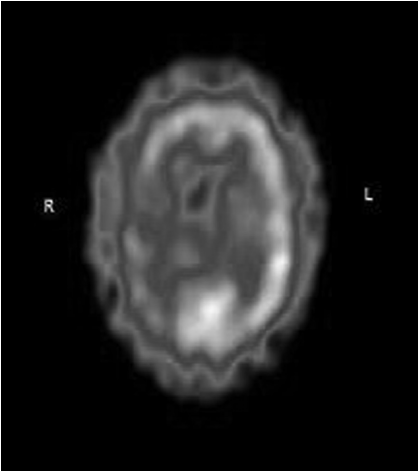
Beyin HMPAO-SPECT incelemesinde ise, BBT'de gözlenen yapısal lezyon ve komşuluğundaki alanın yanısıra ipsilateral kortikal hipoperfüzyon.
